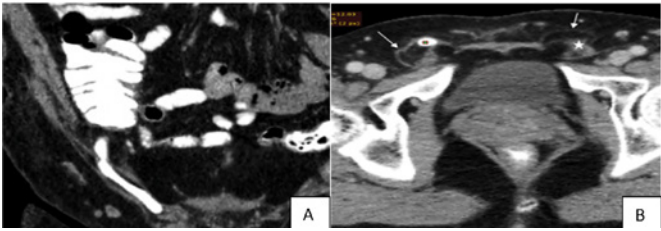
Tomografía computarizada. A - Corte coronal, B - Corte axial. Hernia de Amyand tipo 1³⁵.
